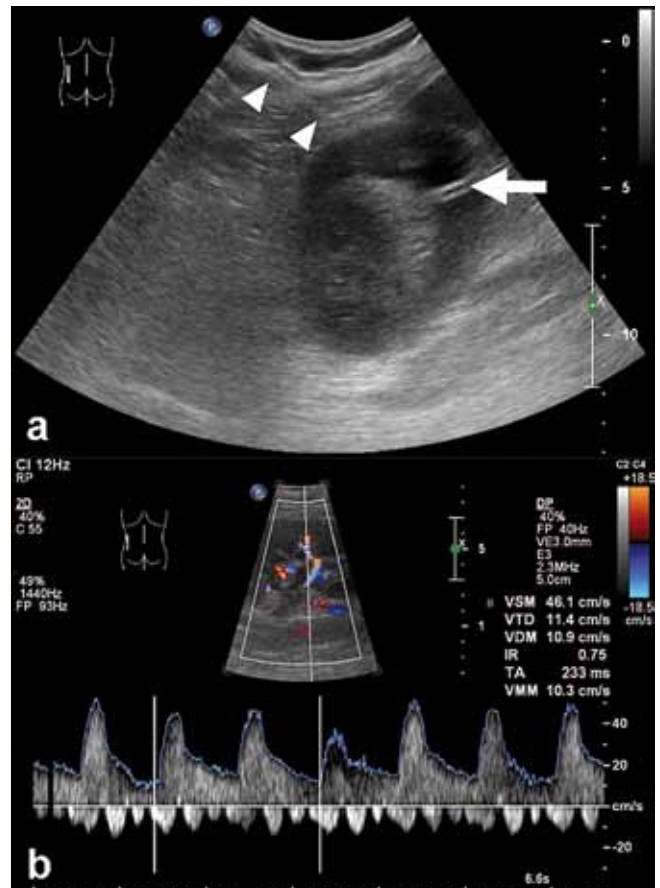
Axial B-mode and b sagittal color and pulsed-wave Doppler US images (iU22; Philips Healthcare) of the left kidney. a A 10-French catheter drain (Flexima APD; Boston Scientific; arrow) is inserted into the subcapsular fluid collection through a dorsal approach (arrowheads). b Normalisation of the intrarenal resistive index (0.75) is noted immediately after evacuation of the collection.
